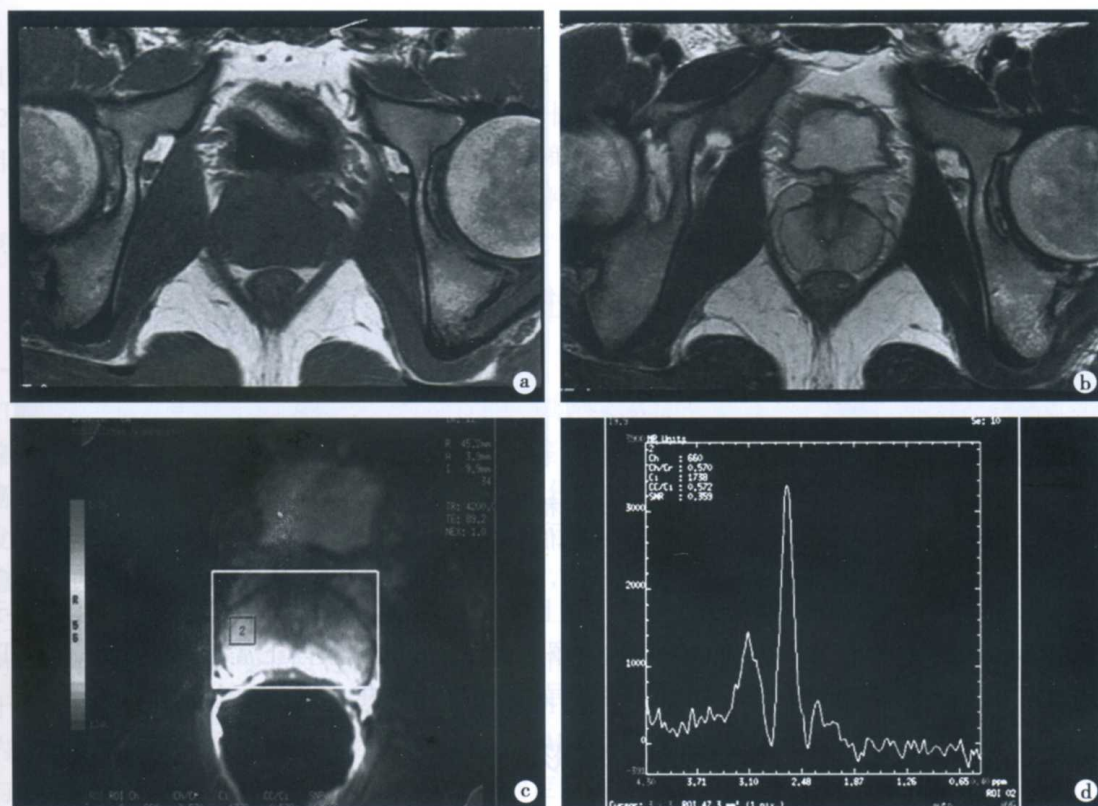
正常前列腺 MRI 和 MRS 表现
